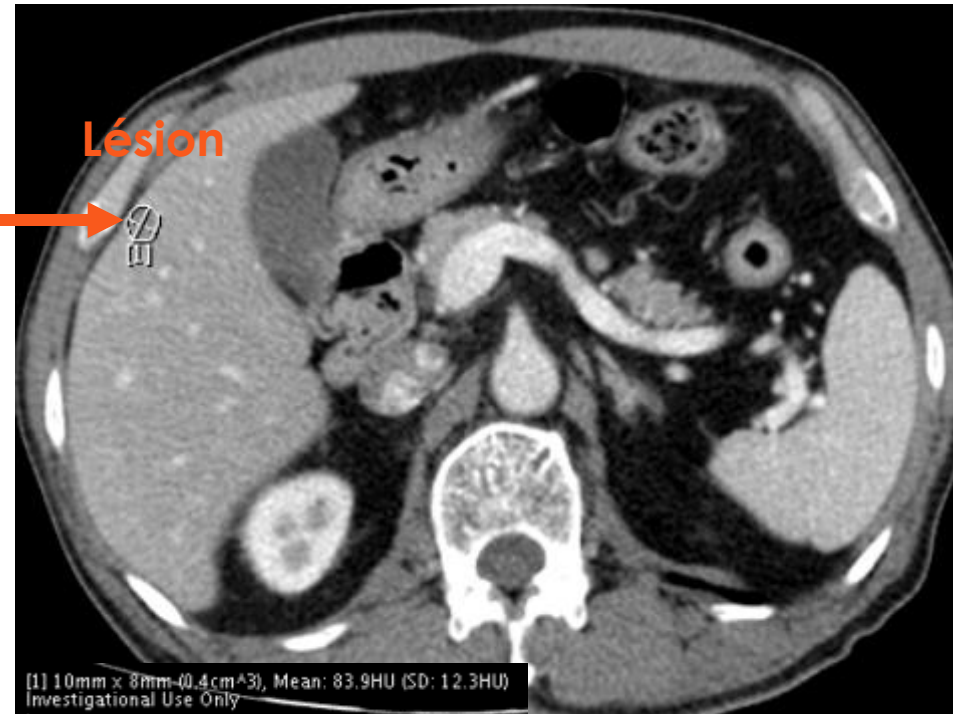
Image CT traitée par l'IA
